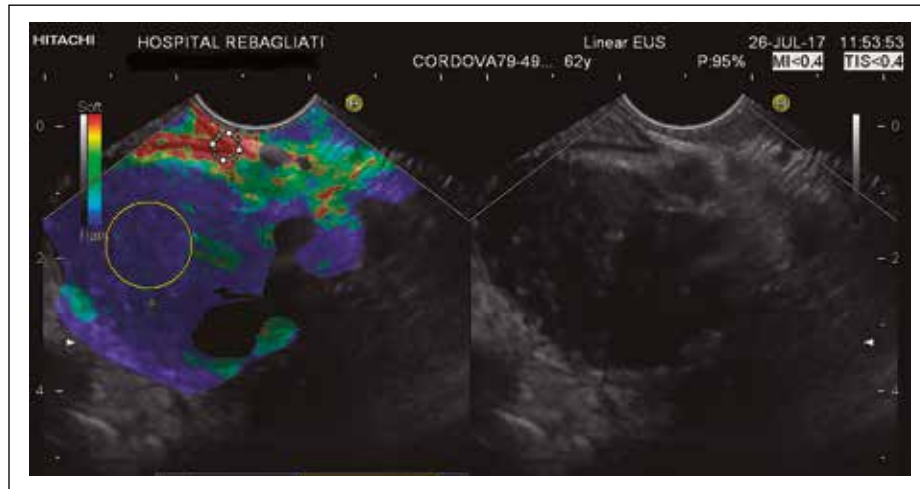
Ultrasonografía endoscópica (EUS).
